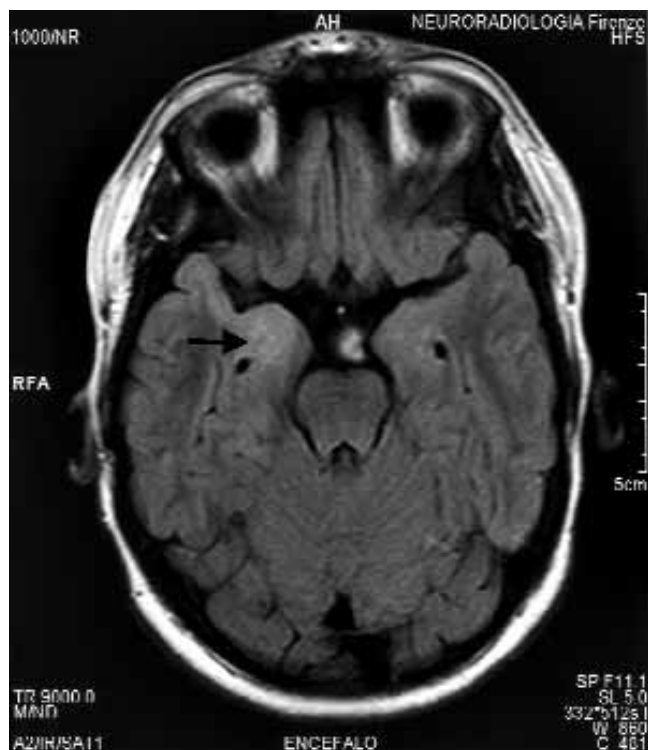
M.M., 15 anni. RM cranioencefalo. Displasia dell'amigdala destra.
